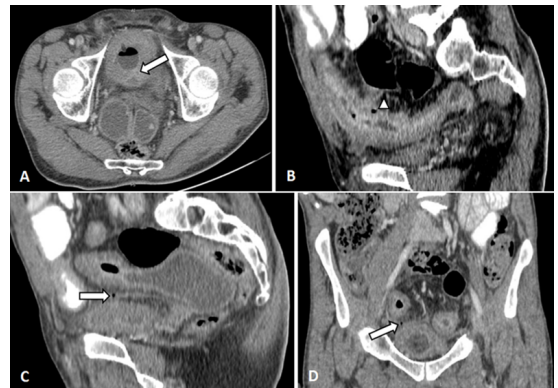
Fistule borgne et fistule entéro-vésicale. TDM abdominale, après injection de PDC iodé au temps portal, en coupe axiale (A), en reconstructions sagittales (B) et (C) et en reconstruction coronale (D), chez un patient de 52 ans suivi pour MC depuis 8 ans et reçu pour douleur abdominale et fièvre, montrant deux trajets fistuleux : un borgne (tête de flèche), l'autre est en continuité avec un abcès du dôme vésical (flèche).
